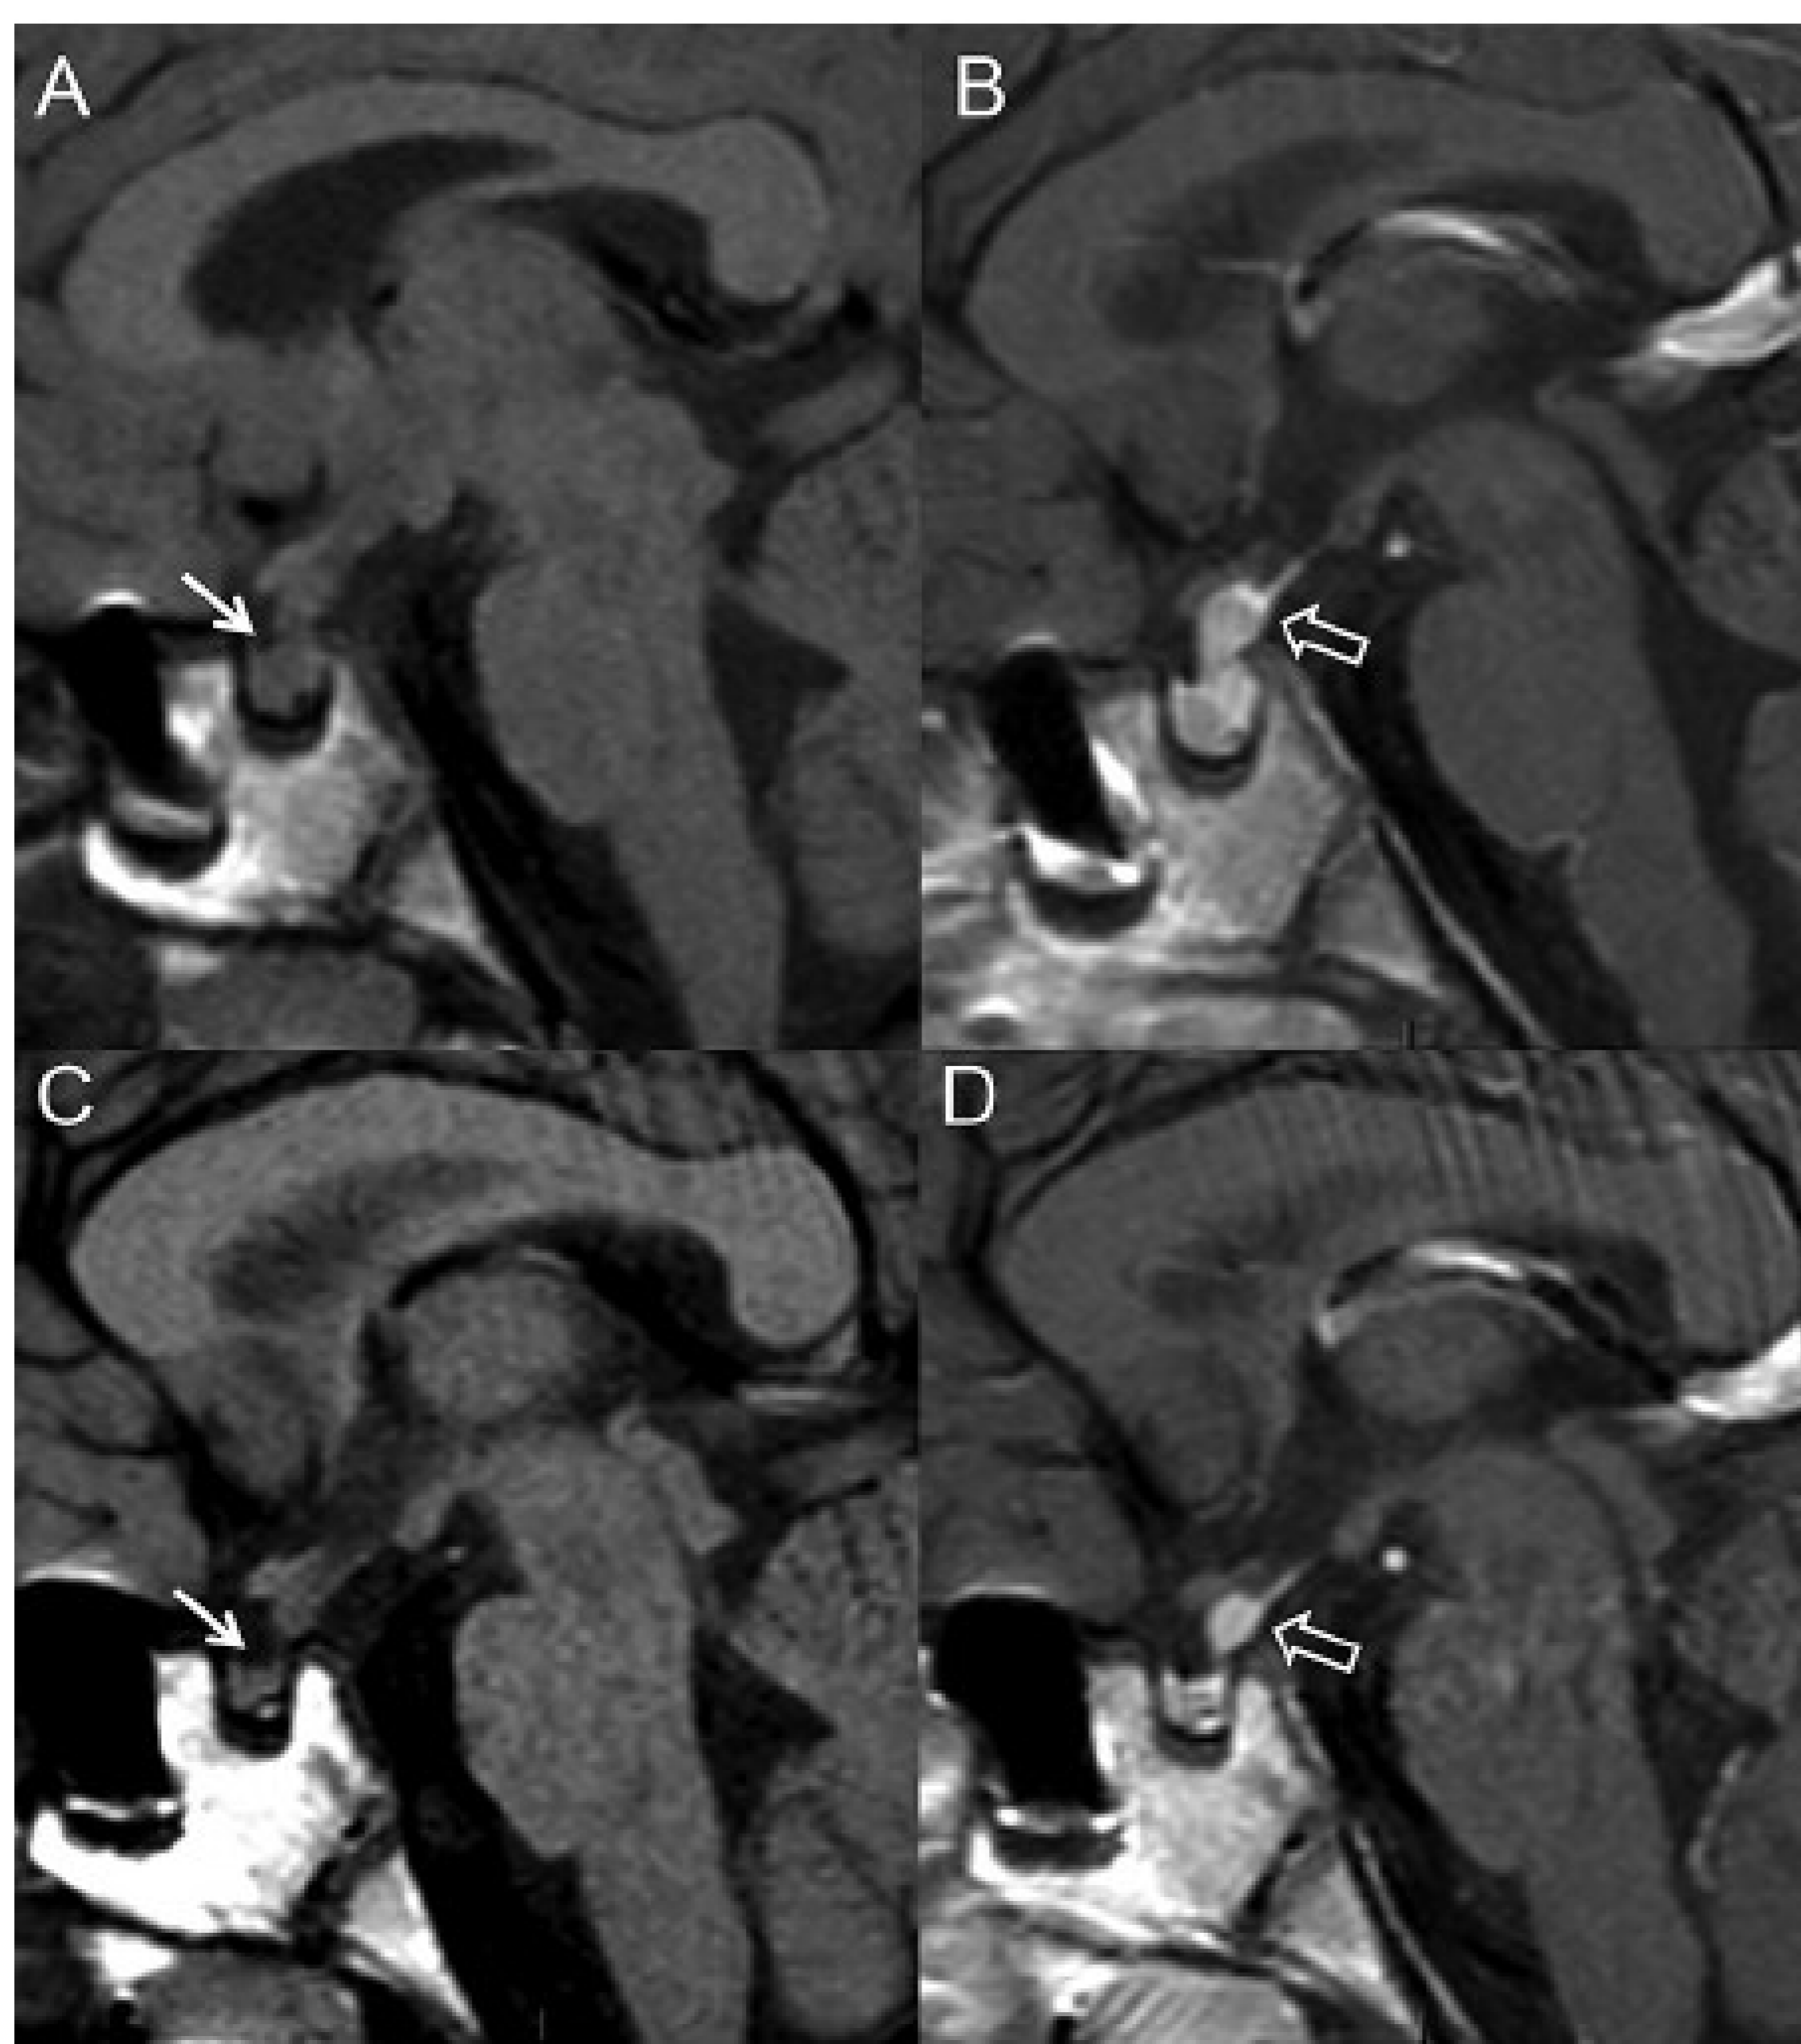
Central diabetes insipidus: evolution of findings in lymphocytic infundibulo-hypophysitis. A e B. Baseline brain MRI. Pre- and post-contrast sagittal T1-weighted images show mild enlargement of the pituitary gland with absent bright spot (arrow, A) and thickened pituitary stalk (open arrow, B). C e D. Follow-up MRI at 1 year. Pre- and post-contrast sagittal T1-weighted images show reduction in size of the gland (arrow, C) and thinning of pituitary stalk (open arrow, D).
